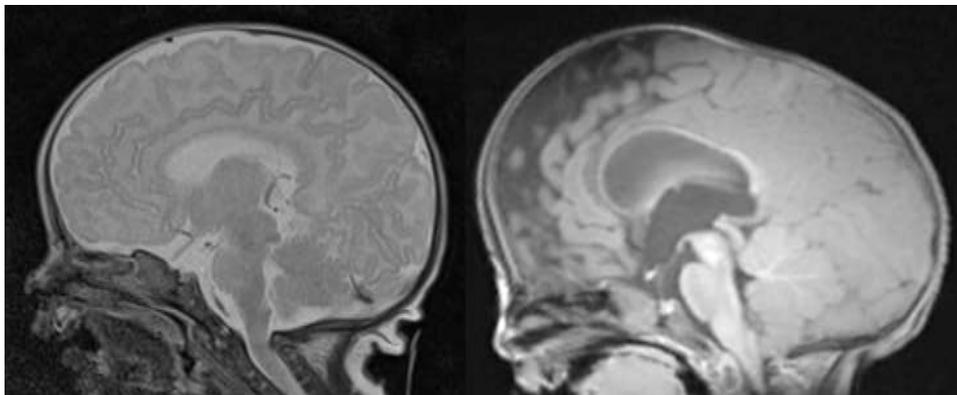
Image d'une IRM cérébrale qui montre l'engagement tonsillaire
